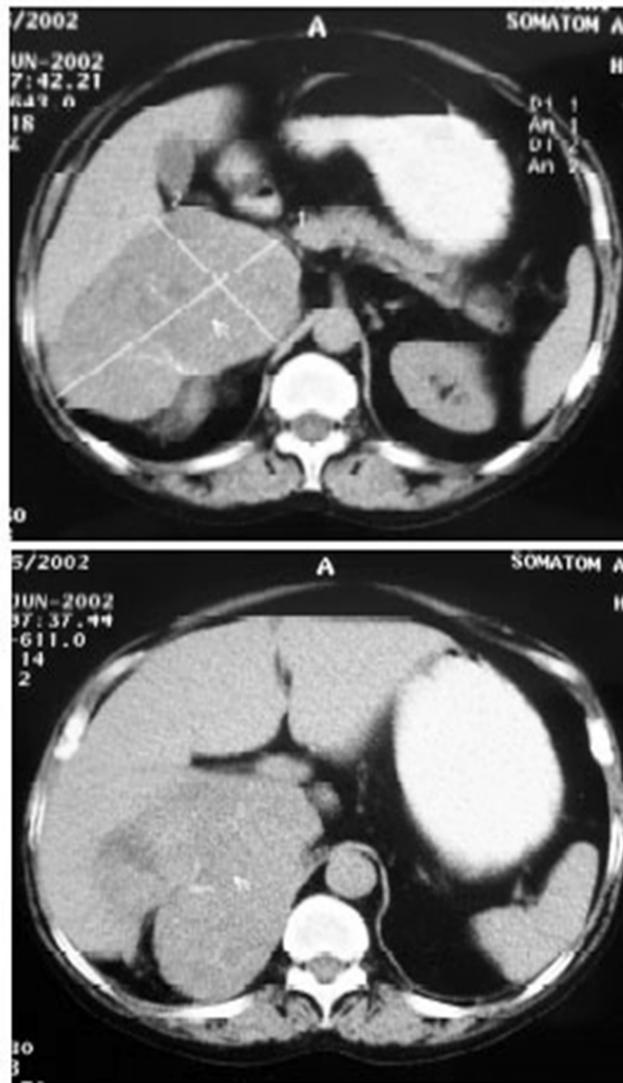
TDM abdominale montrant une masse surrénalienne volumineuse d'allure maligne
